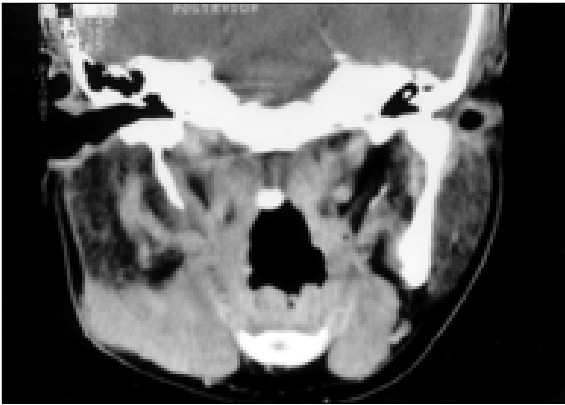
술전 환자의 컴퓨터 단층 촬영 소견으로 우측 악하 부위에 경계가 다소 불명확한 병소를 보이고 있음
